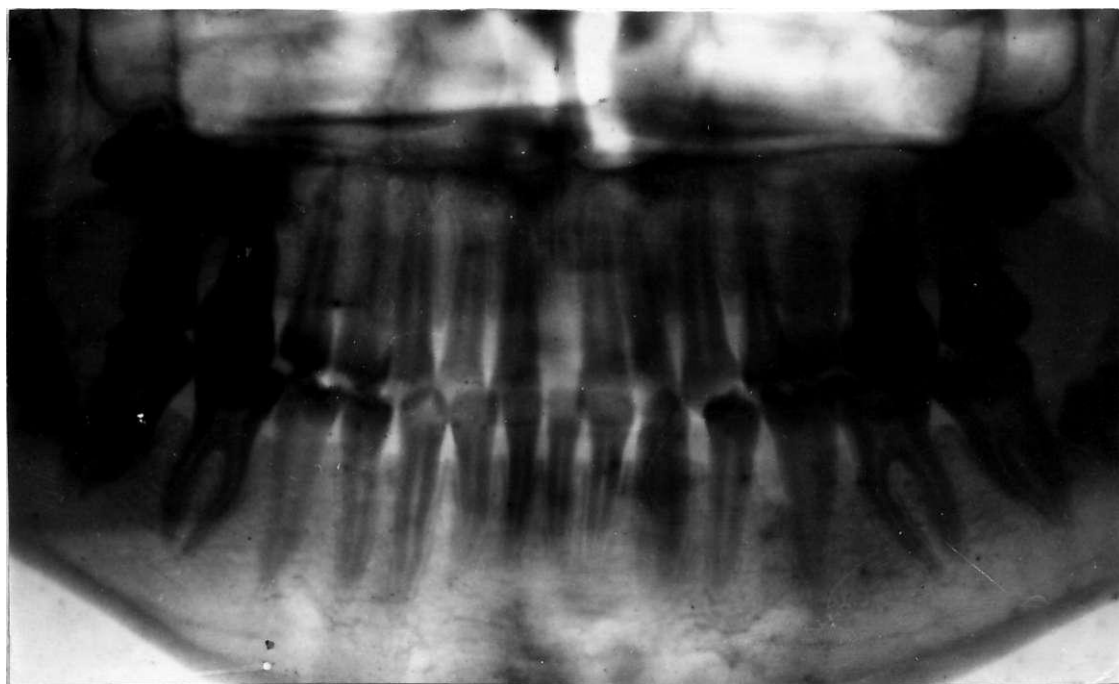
Ортопантомограма хворої К., 14 років. Діагноз - цукровий діабет, I тип, тяжка форма, субкомпенсація. Пародонтальний синдром. Тривалість перебігу цукрового діабету 5 років.
